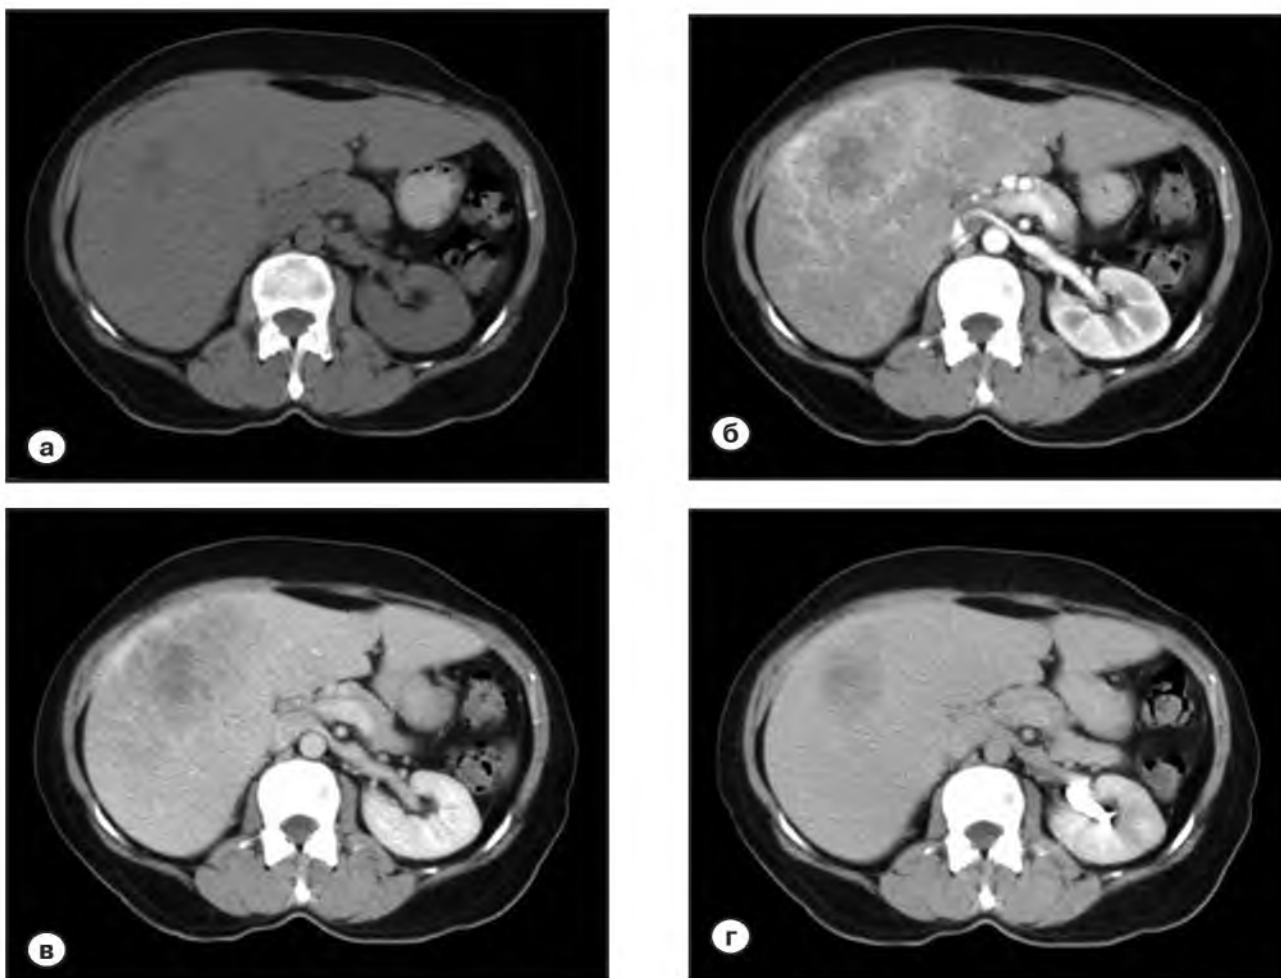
Компьютерно-томографические характеристики умереннодифференцированного гепатоцеллюлярного рака:
